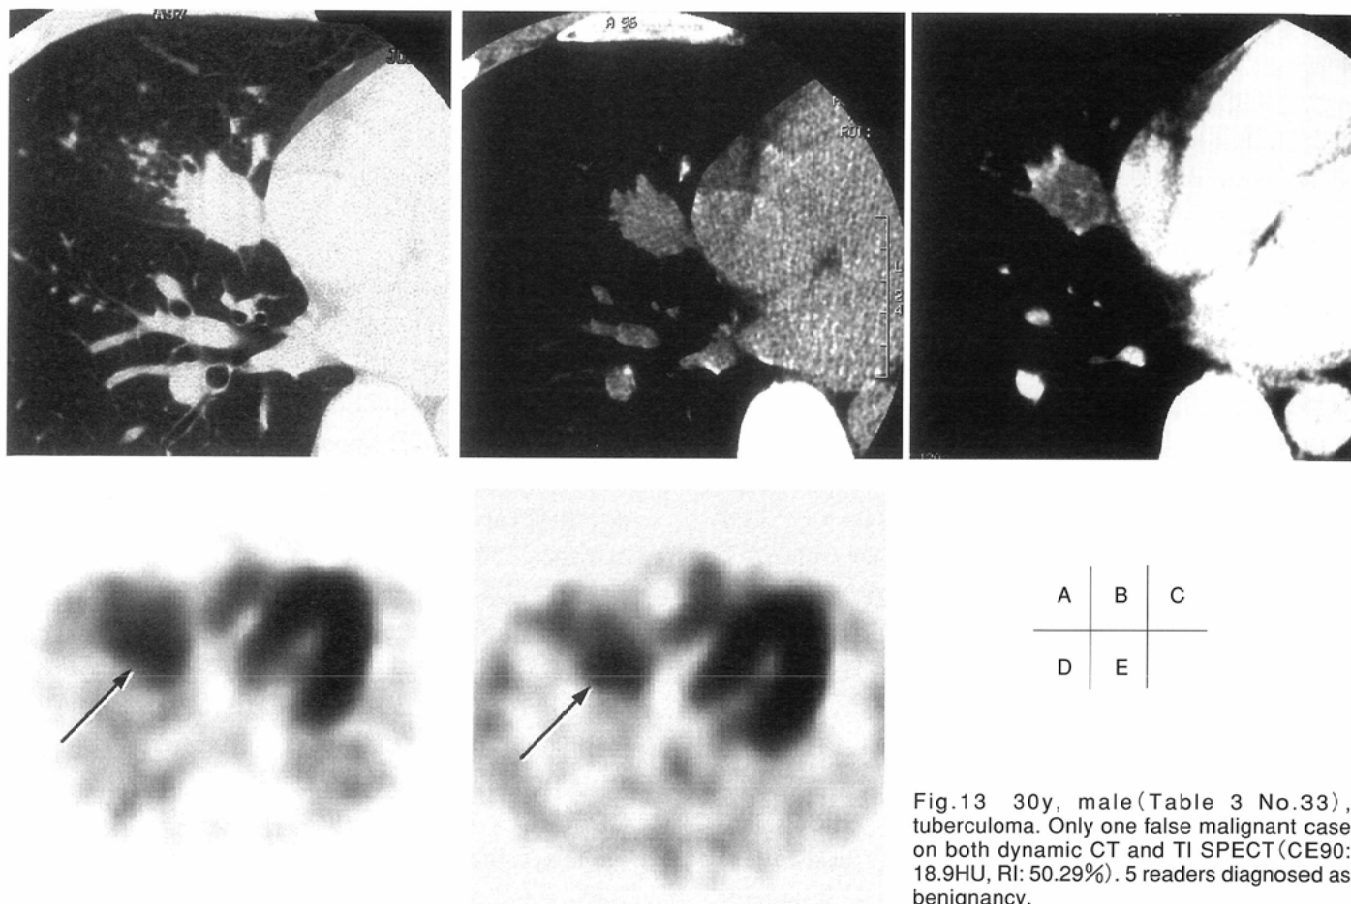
30y, male (Table 3 No.33), tuberculoma. Only one false malignant case on both dynamic CT and TI SPECT (CE90: 18.9HU, RI: 50.29%). 5 readers diagnosed as benignancy.
